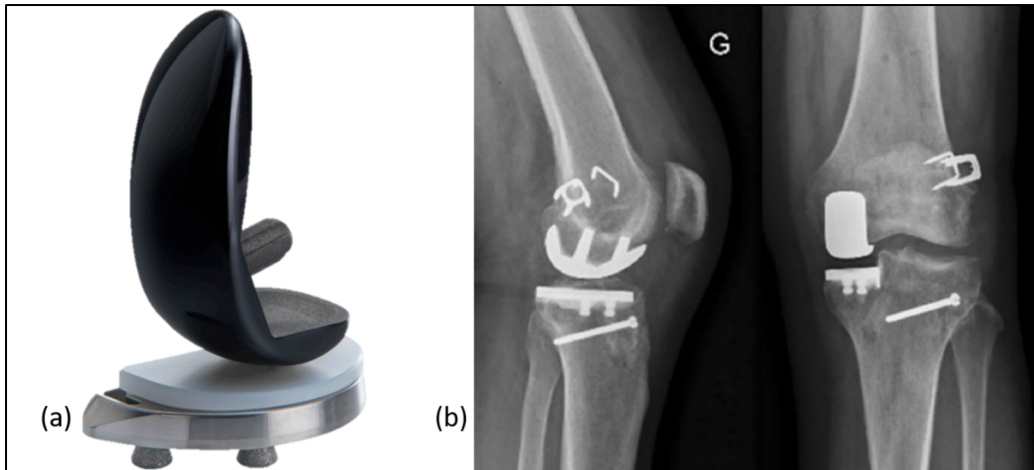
(a) Prothèse unicompartmentale de genou - (b) - Radiographie de genou post-arthroplastie avec une prothèse unicompartmentale, vue sagittale et frontale
